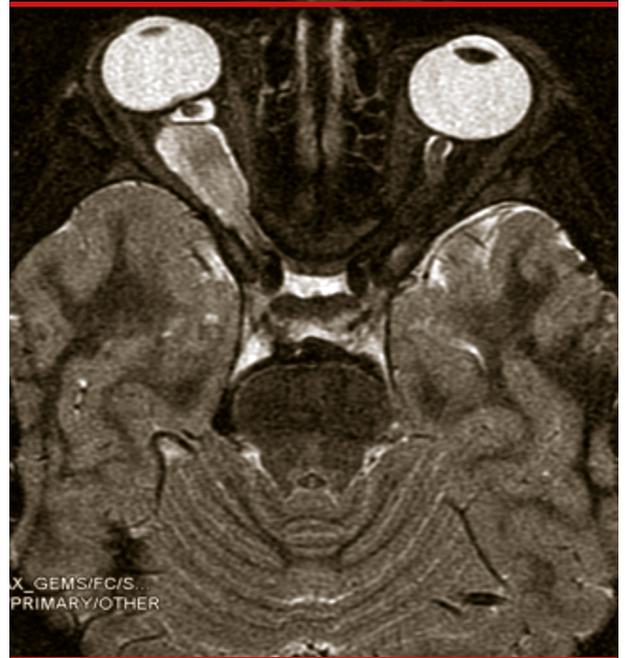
Imágenes de la RM en la que se observa la lesión afectando al nervio óptico derecho.
